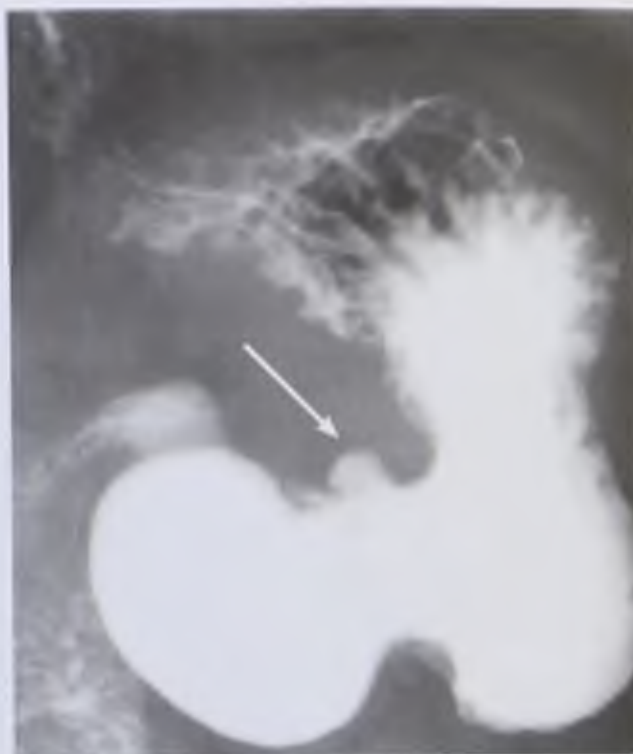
Рентгенограмма желудка. Каллезная пенетрирующая язва антрального отдела желудка (стрелка)
